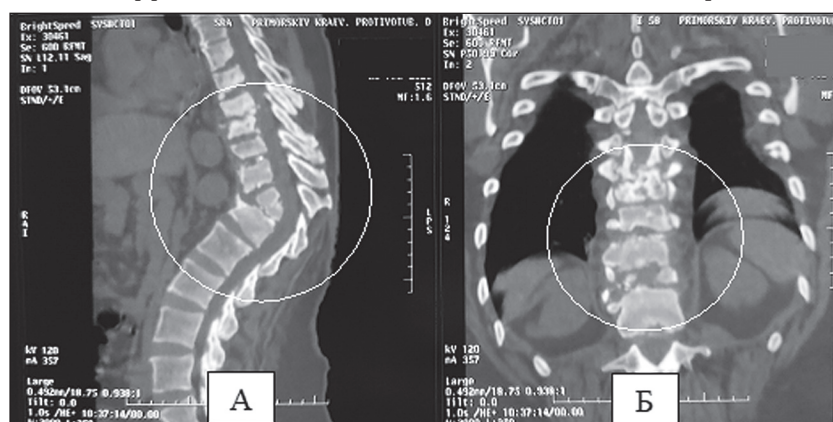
КТ-скан позвоночника больной Р. в боковой (фрагмент А) и прямой (фрагмент Б) проекции до поступления в стационар: обширное разрушение тел Th4–12 позвонков позвоночника, формирование эпидурального и паравертебрального натечных абсцессов (выделены кругом).
